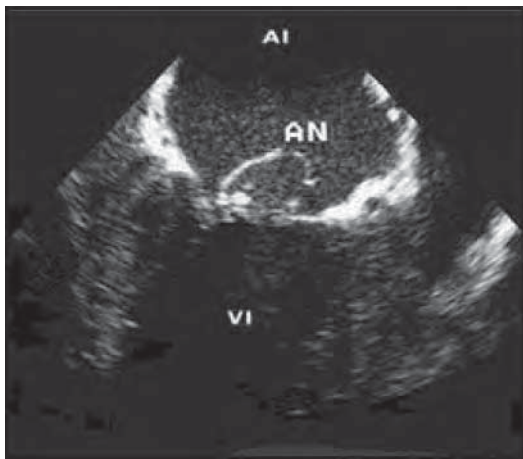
/9.- Ecocardiograma transesofágico. Endocarditis mitroaórtica. Seudo-aneurisma mitral roto en la aurícula izquierda.
